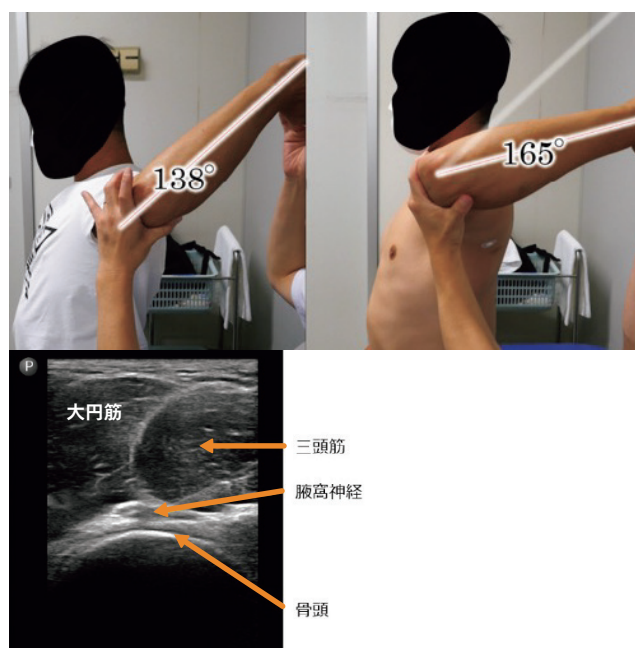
腋窩神経のハイドロリリース（上左：治療前、上右：治療後、下：エコー画像）
